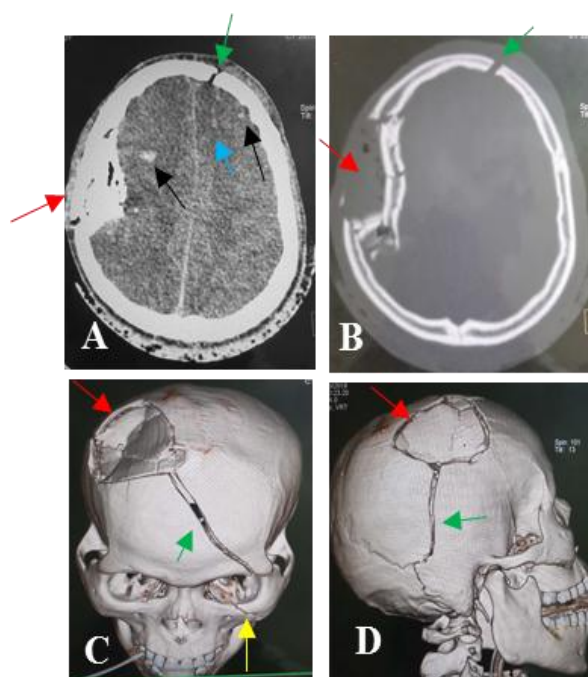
TDM cérébrale chez un homme âgé de 20 ans. Coupes axiales en fenêtre parenchymateuse (A) et osseuse (B); reconstructions 3D en vue antérosupérieure (C) et postérolatérale droite (D). Embarrure pariétale droite compressive (flèches rouges) associée à une fracture linéaire pariétale droite (flèches vertes) et frontale irradiée au rebord orbitaire supérieur gauche (flèches vertes) et à la jonction maxillozygomatique homolatérale (flèche jaune).
